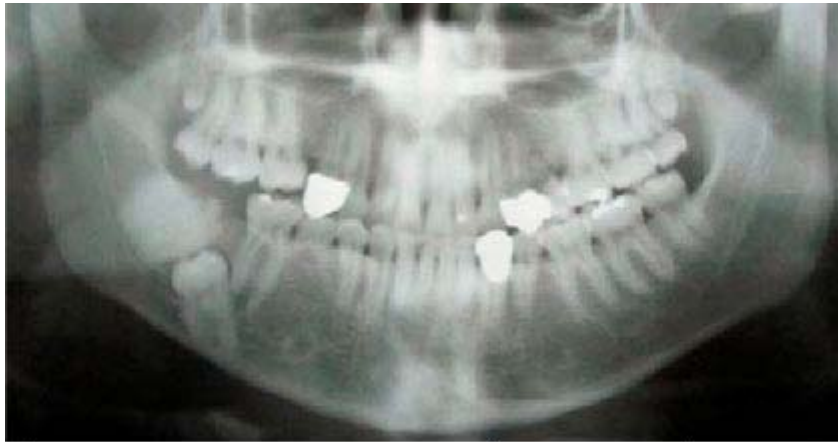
Se muestra ortopantomografía preoperatoria.
